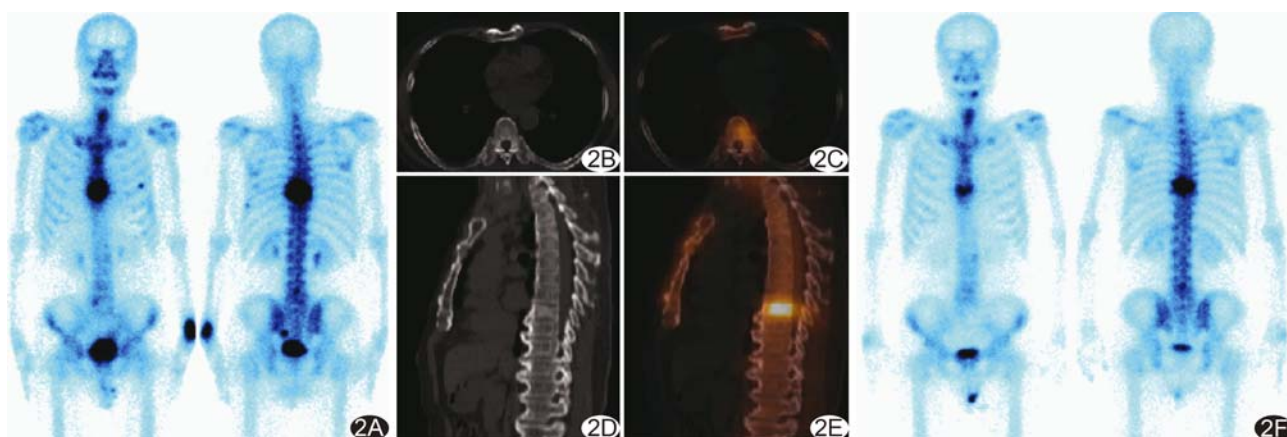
患者男性,72岁,PSA 16.4 ng/ml, Gleason 评分8分,T2期 A.全身骨显像示左侧第5前肋、第8侧肋、T8椎体及左侧髋关节多处骨放射性分布异常;B~E. SPECT/CT 图像示左侧第5前肋、第8侧肋骨皮质对称性略增厚,诊断外伤后改变;T8椎体压缩呈楔形改变,诊断老年性压缩性骨折;左侧髋关节区异常分布为体外污染;F.随访1年,全身骨显像示T8椎体病灶无明显变化,左侧第5前肋及第8侧肋骨代谢减低
